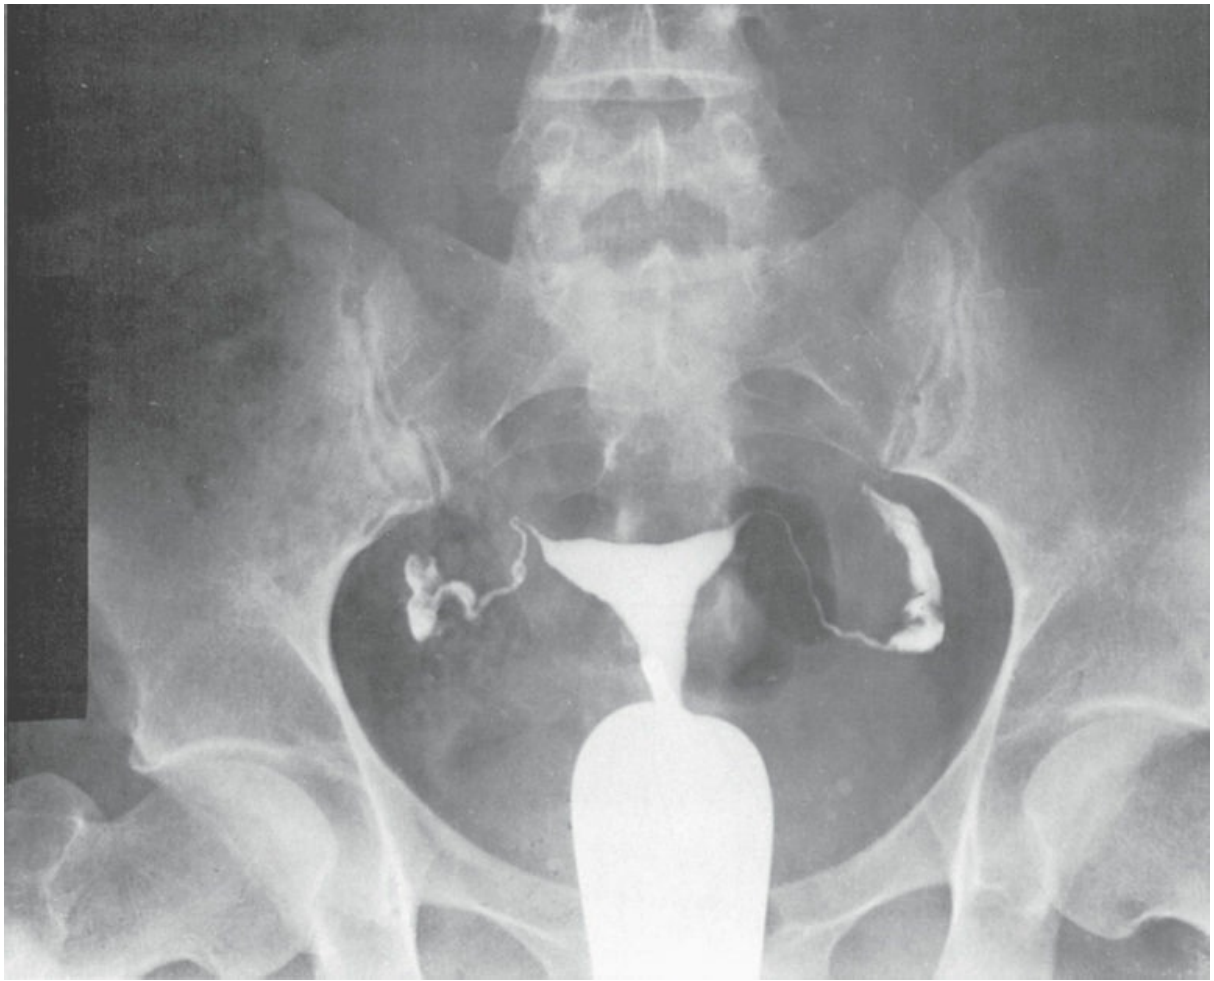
Radiografía anteroposterior de la pelvis femenina después de la inyección de un medio radioopaco en la cavidad uterina (histerosalpingografía).
